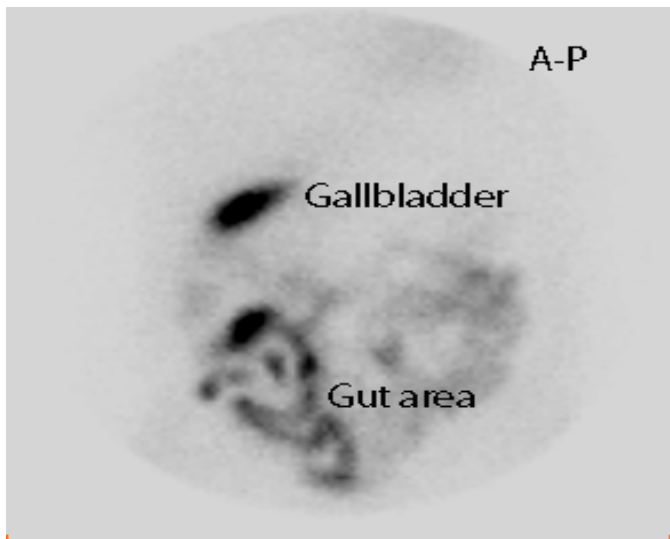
Imagine scintigrafică statică recoltată la 3h post administrare de radiotrasor (același caz ca și în figura de mai sus) cu evidențierea apariției tardive a colecistului (gallbladder) și eliminării bilei înspre aria intestinală (gut area) după administrarea unei mese bogate în grasimi
